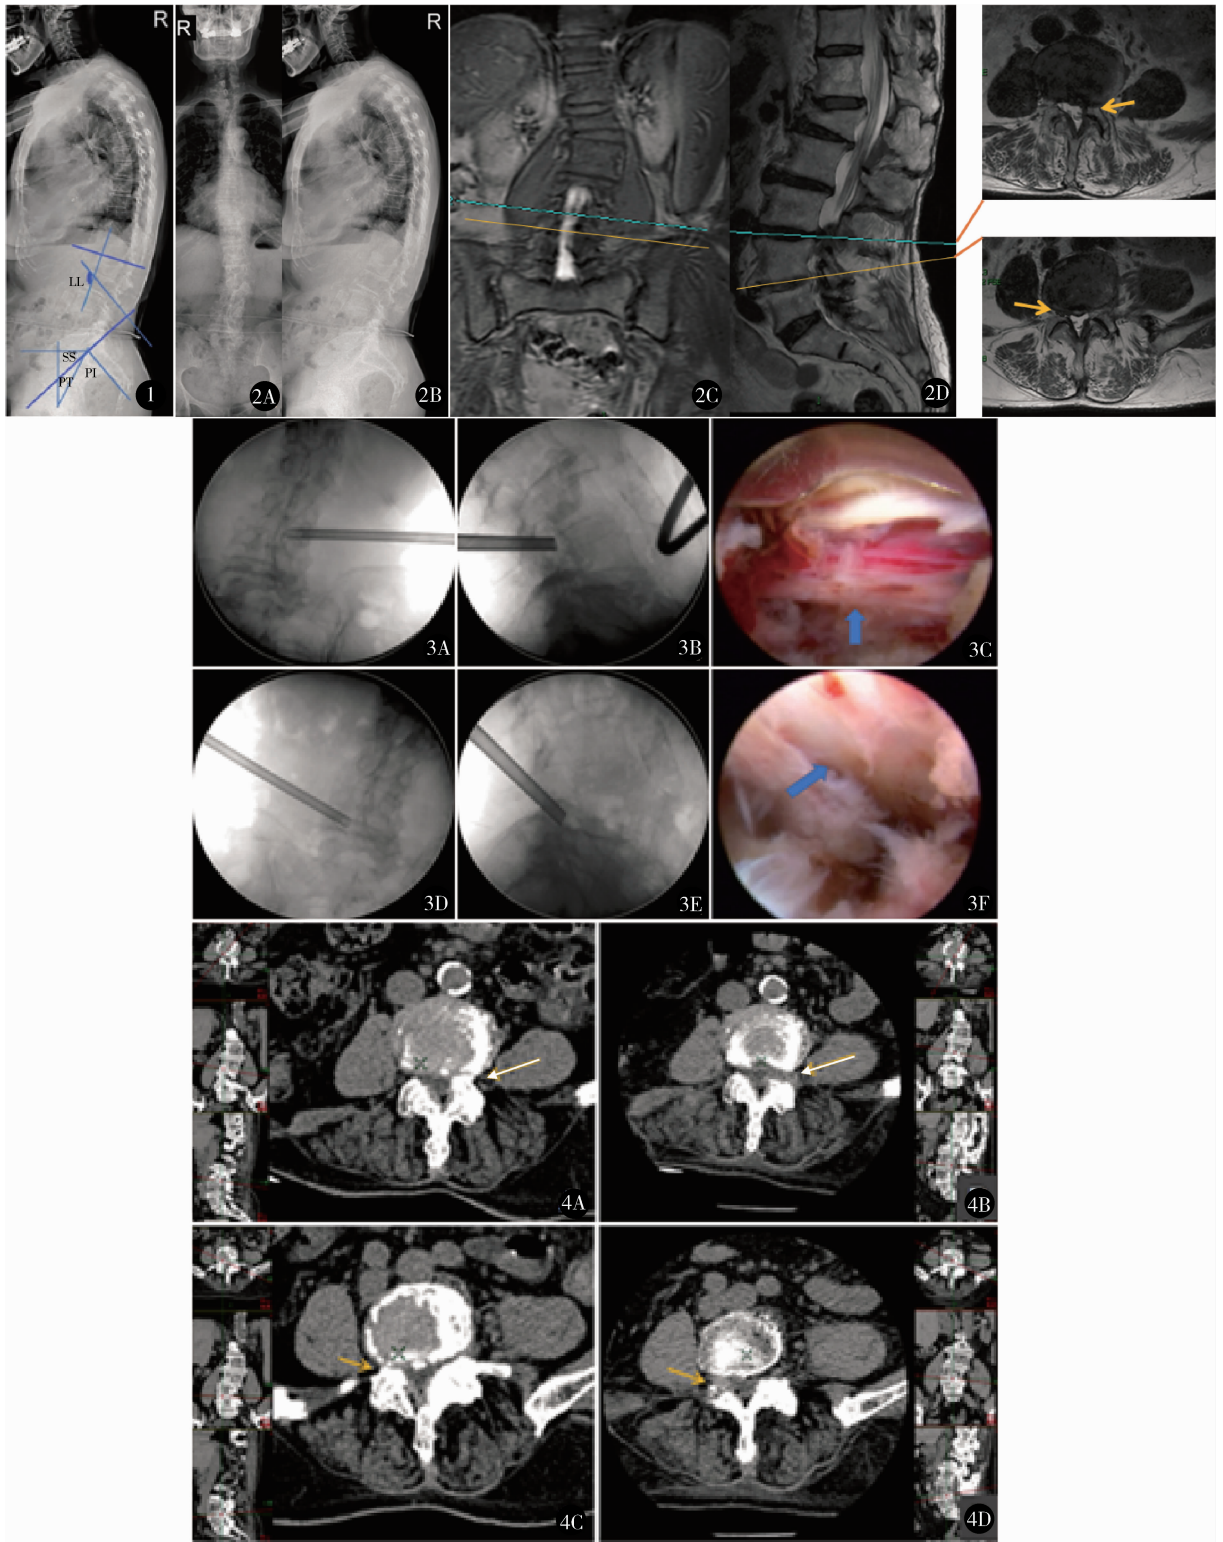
矢状面平衡参数骨盆倾斜角 (PT)、骶骨倾斜角 (SS)、骨盆投射角 (PI) 和腰椎前凸角 (LL) 的测量及方法<sup>[7]</sup> 图 2 76 岁,男,主因双下肢酸胀疼痛不适半年入院。查体提示为左侧 L<sub>4</sub> 和右侧 L<sub>5</sub> 神经根受压症状,与术前影像学检查结果相一致 A, B. 脊柱全长片测量 Cobb 角 40°, PI: 70°, SS: 45°, PT: 25°, LL: 35°; C, D. MRI 示左侧 L<sub>3-4</sub> 和右侧 L<sub>4-5</sub> 神经根管狭窄 图 3 术中通道放置以及神经根减压情况 A ~ C. L<sub>3-4</sub>; D ~ F. L<sub>4-5</sub> 图 4 三维 CT 示手术后神经根管狭窄得到有效减压 A, B. 术前后 L<sub>3-4</sub>; C, D. 术前后 L<sub>4-5</sub>
